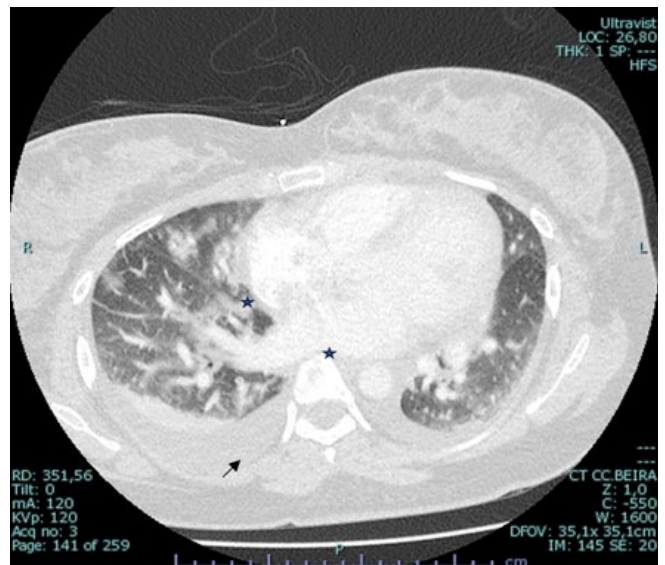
TC tórax em plano transversal, proeminência dos ramos das artérias pulmonares e ramos segmentares e subsegmentares (estrela) e áreas de atelectasias subsegmentares no pulmão, bases e fenômenos de estase nos lobos inferiores (seta preta).
